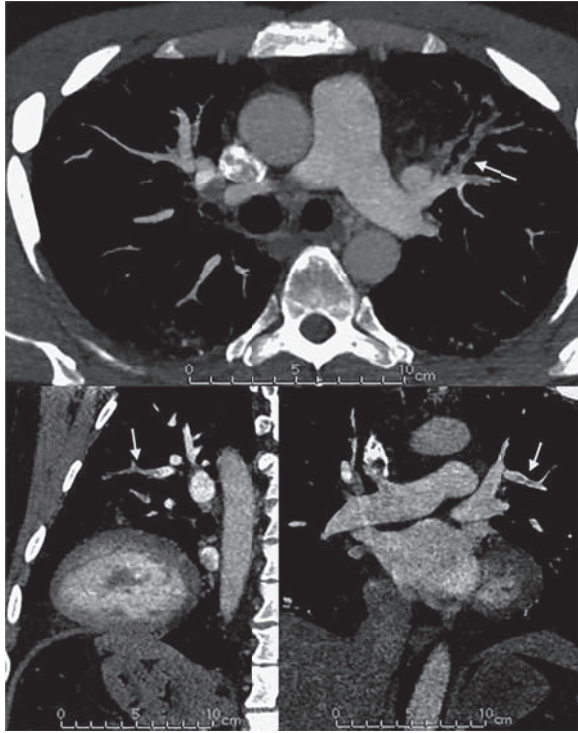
Angiotomografía de tórax, donde se observa defecto de relleno (flecha) en ramo arterial del segmento anterior del lóbulo superior izquierdo, compatible con tromboembolismo de pulmón (TEP). En el corte axial (superior) se evidencia además, aumento del calibre del tronco de la arteria pulmonar. Mide 31 mm.
